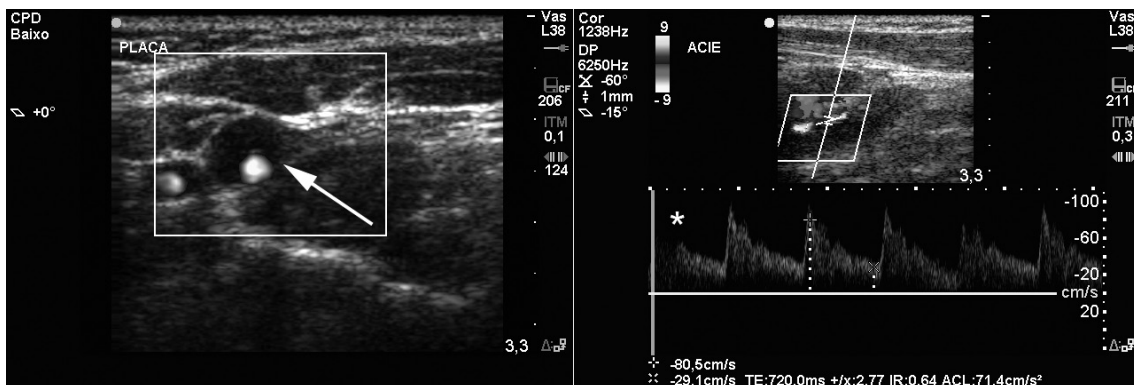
Ultrassonografia com doppler de carótida, mostrando ACI esquerda com material hipoeicoide em seu lúmen (seta) e estreita área com fluxo bifásico e turbulento (*).
